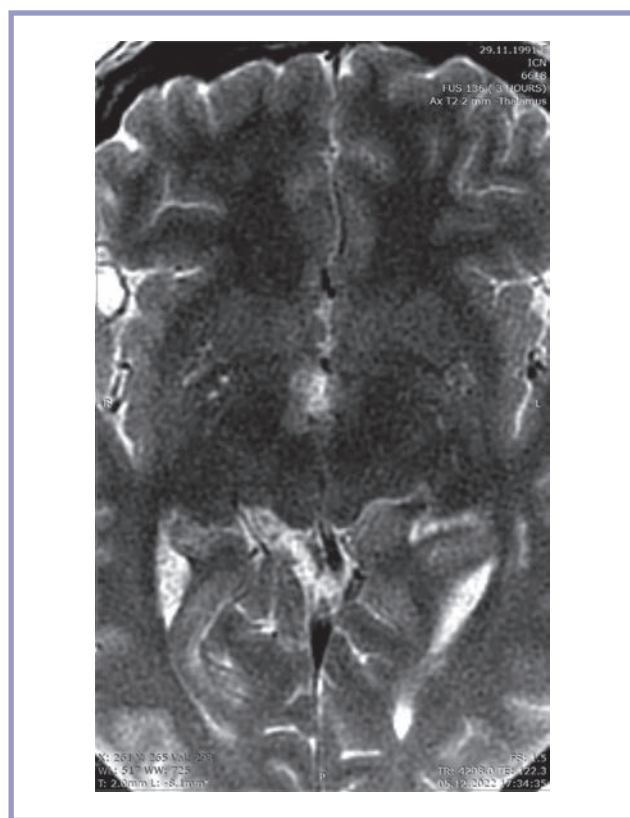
Магнитно-резонансная томограмма пациентки через 2 ч после диссекции гамартомы гипоталамуса методом фокусированного ультразвука под контролем магнитно-резонансной томографии, аксиальная проекция.
